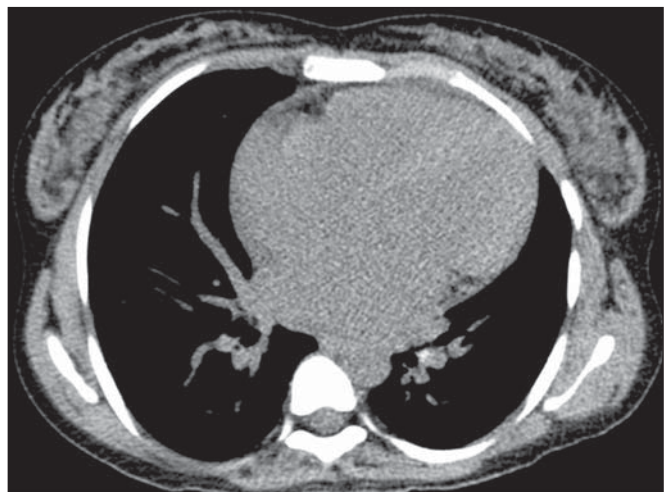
TC de tórax, janela de mediastino, de paciente de 23 anos com diagnóstico de anemia falciforme, demonstrando aumento da área cardíaca.
